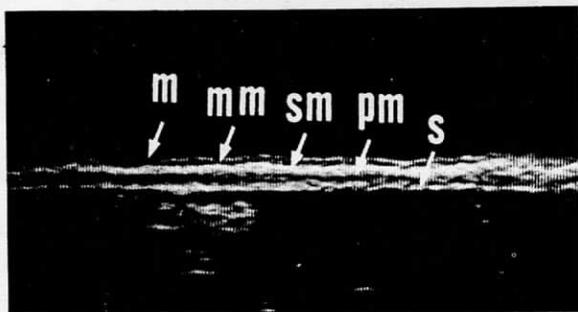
正常胃壁の超音波断層像 m:粘膜層, mm:粘膜筋板, sm:粘膜下組織層, pm:固有筋層, s:漿膜層
